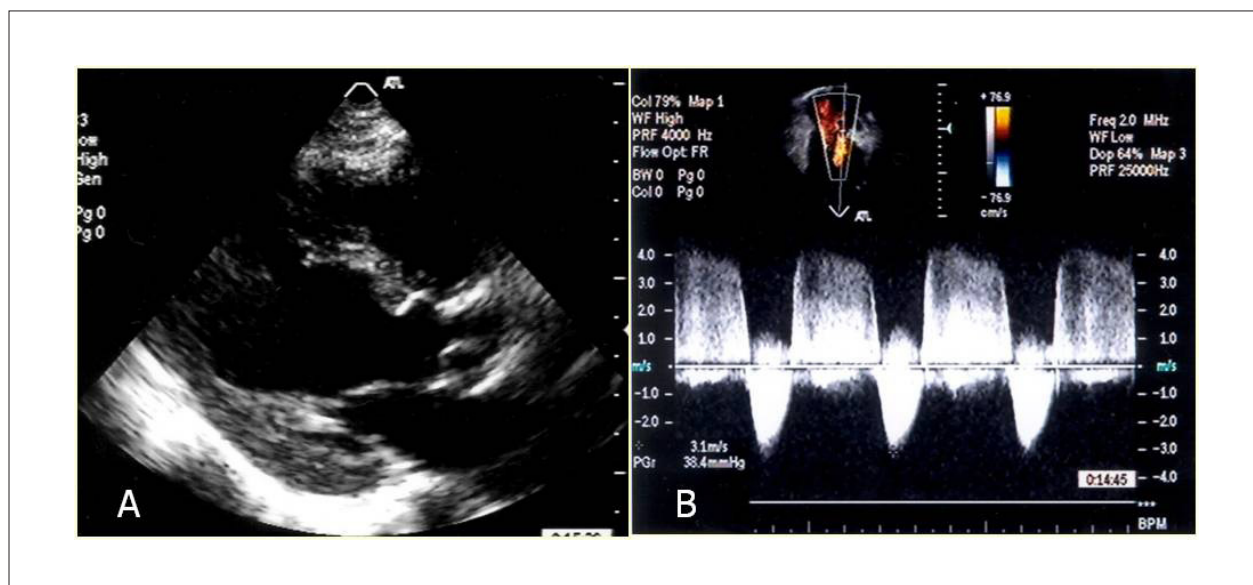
ETT del mismo paciente de la Figura 1, realizado siete días después de cirugía. A: eje paraesternal longitudinal mostrando vía de salida libre de obstrucción. B: gradiente residual de 38 mmHg detectado al Doppler continuo, en el plano apical 5 cámaras.
